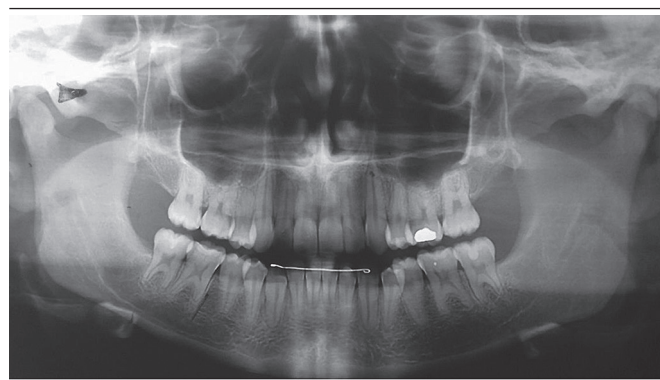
Radiografia panorâmica evidenciando formação óssea na região abordada
